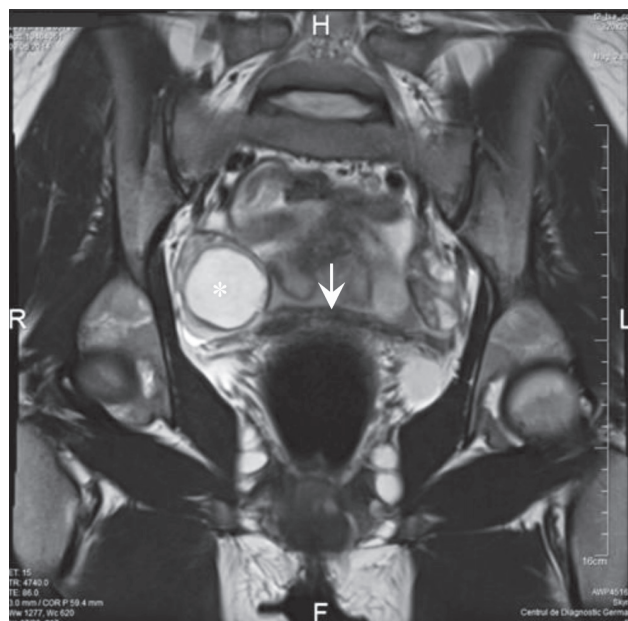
IRM în secțiune coronală (T2W): sindromul MRKH – lipsa uterului (® cordonul fibros), ovare normal dezvoltate (*) cu folicul dominant din dreapta (*).
